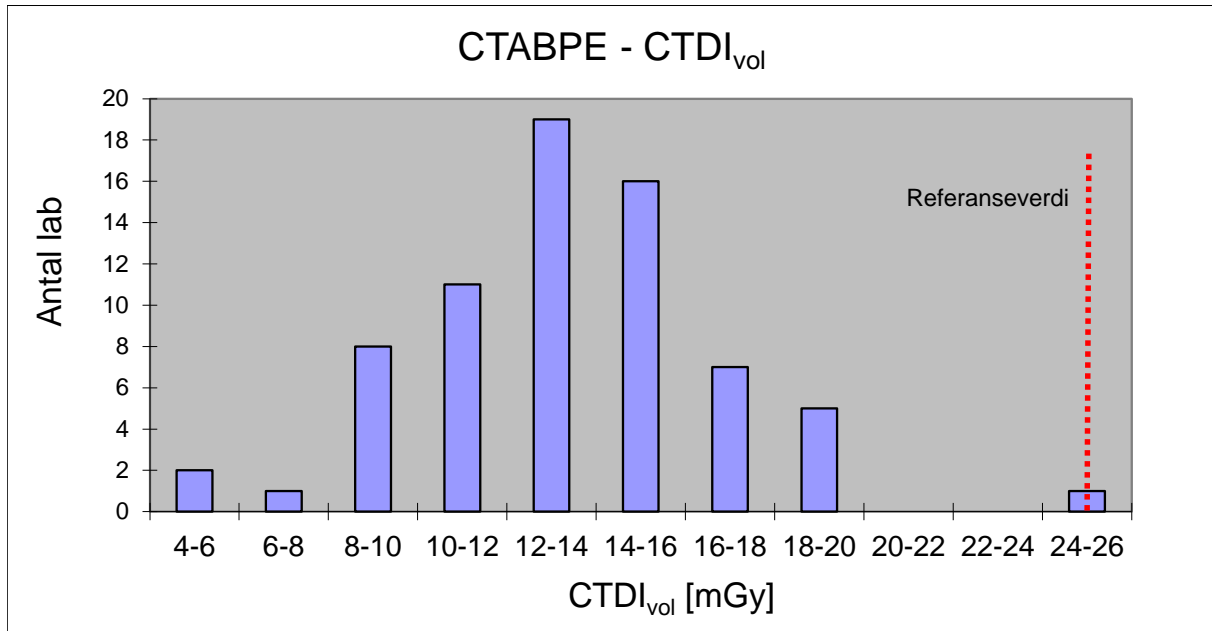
Fordeling av de innsamlede $CTDI_{vol}$ verdiene for CT abdomen-pelvis. I tillegg vises den nasjonale referanseverdien (NRV) på 25 mGy som var gjeldende på tidspunktet før innsamlingen.
